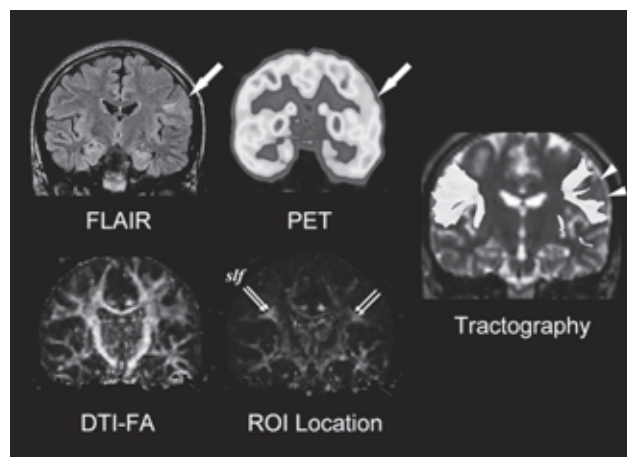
Нейровизуализационные методы у пациента с левосторонней лобной ФКД. На ПЭТ отмечается локальное снижение метаболизма глюкозы в области дисплазии, при проведении трактографии отмечается нарушение структуры проводящих путей
